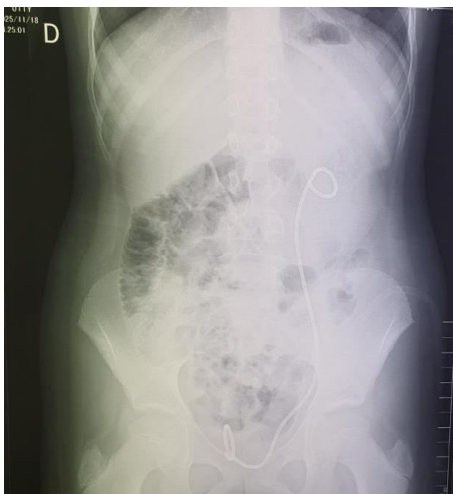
Radiografia cavității abdominale pe gol
